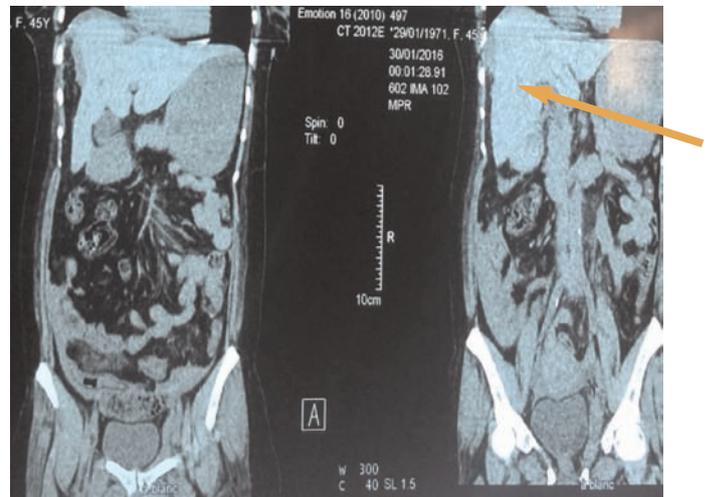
TDM thoraco-abdomino-pelvienne
